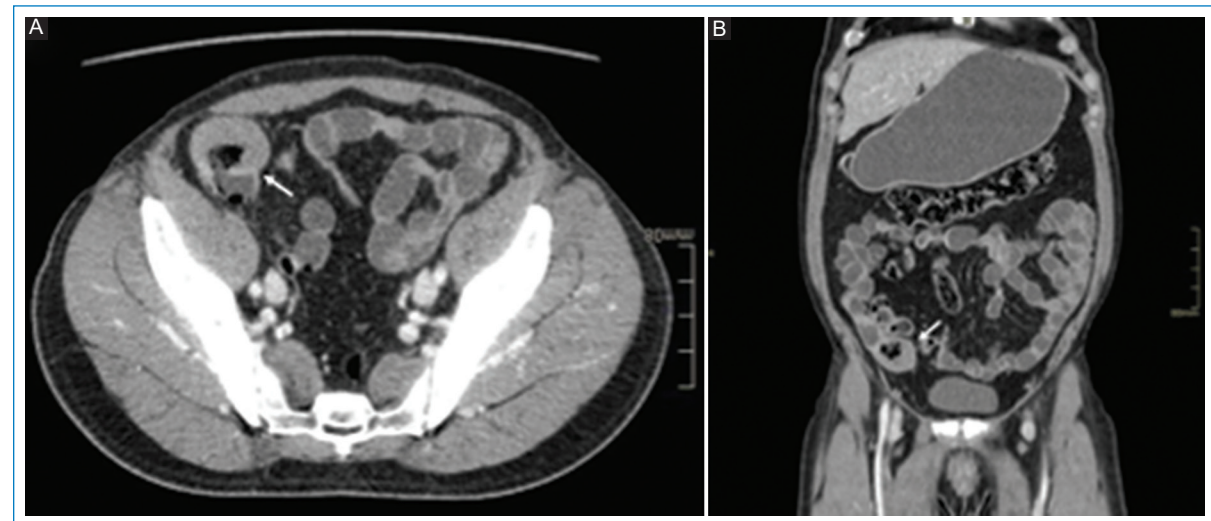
Linfoma. Enterografía por tomografía computarizada con contraste intravenoso. A: axial. B: coronal. En la fosa iliaca derecha se observa un engrosamiento focal asimétrico con dilatación aneurismática de un asa de íleon (flechas).
